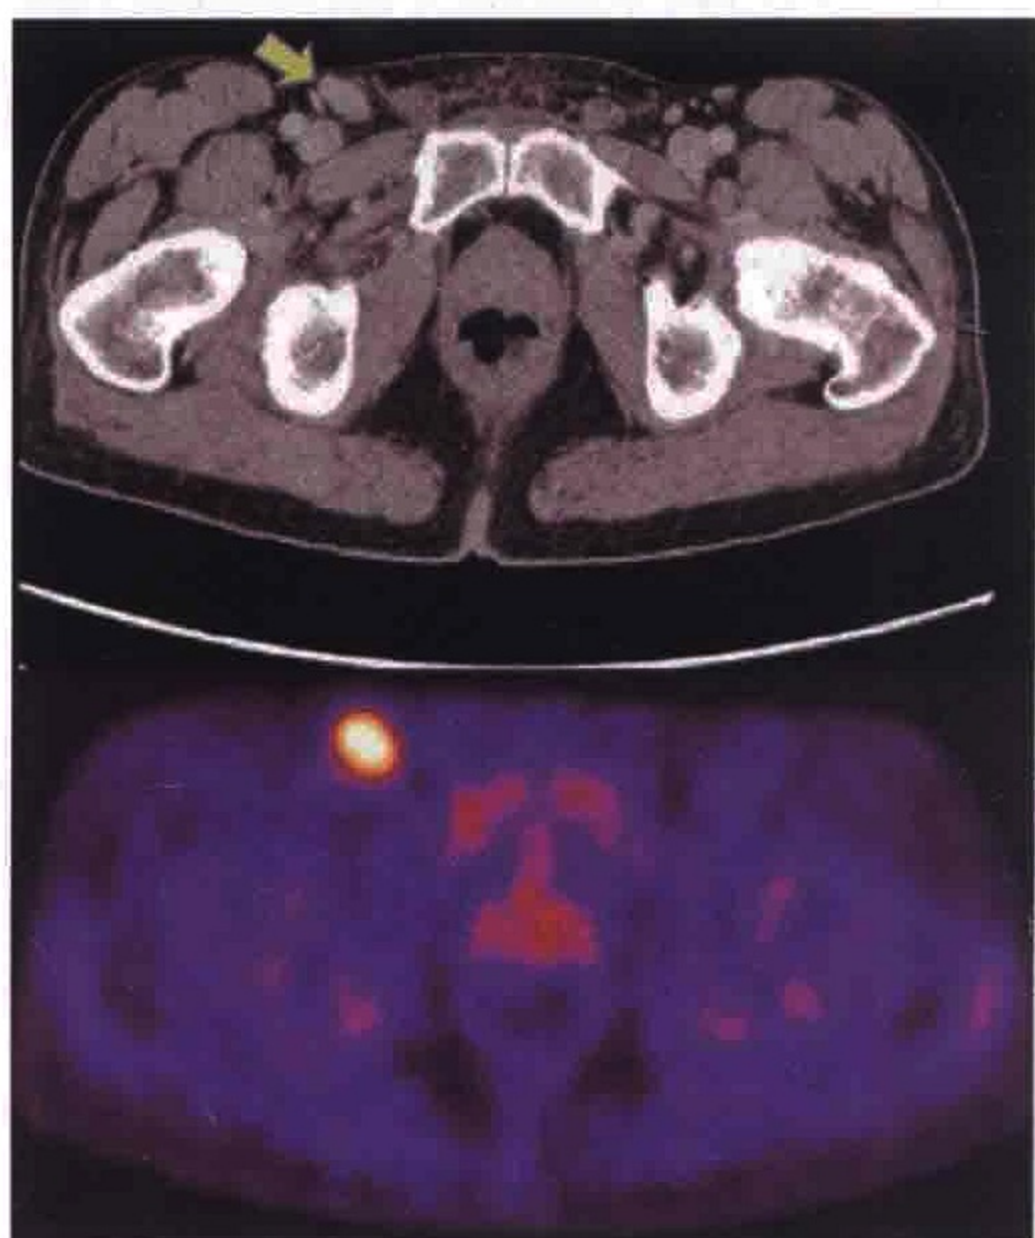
严重足部感染患者的横轴位CT(上图)和PET(下图)图像示右侧腹股沟淋巴结肿大(箭)和FDG代谢旺盛
